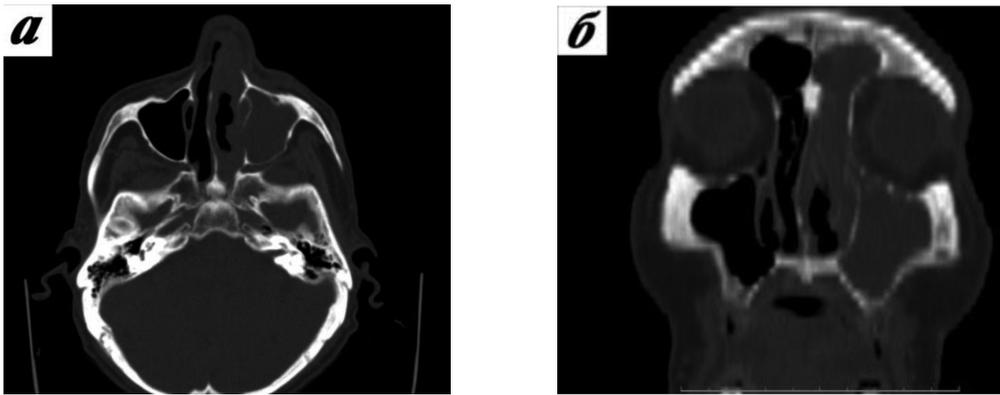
КТ-срез, выполненный: а) в аксиальной плоскости на уровне верхнечелюстных пазух; б) в коронарной плоскости на уровне средних отделов полости носа
